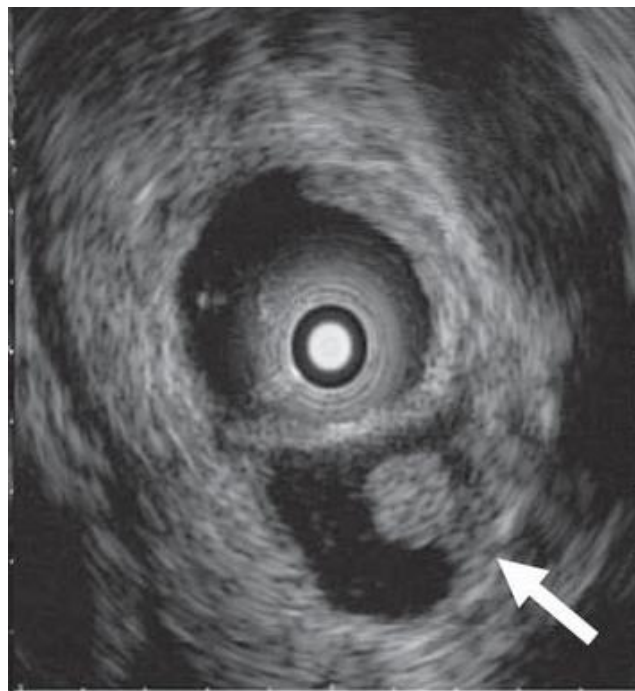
L'ecografia intraduttale (IUS) mostra un nodulo murale in un BD-IPMN della testa del pancreas.
